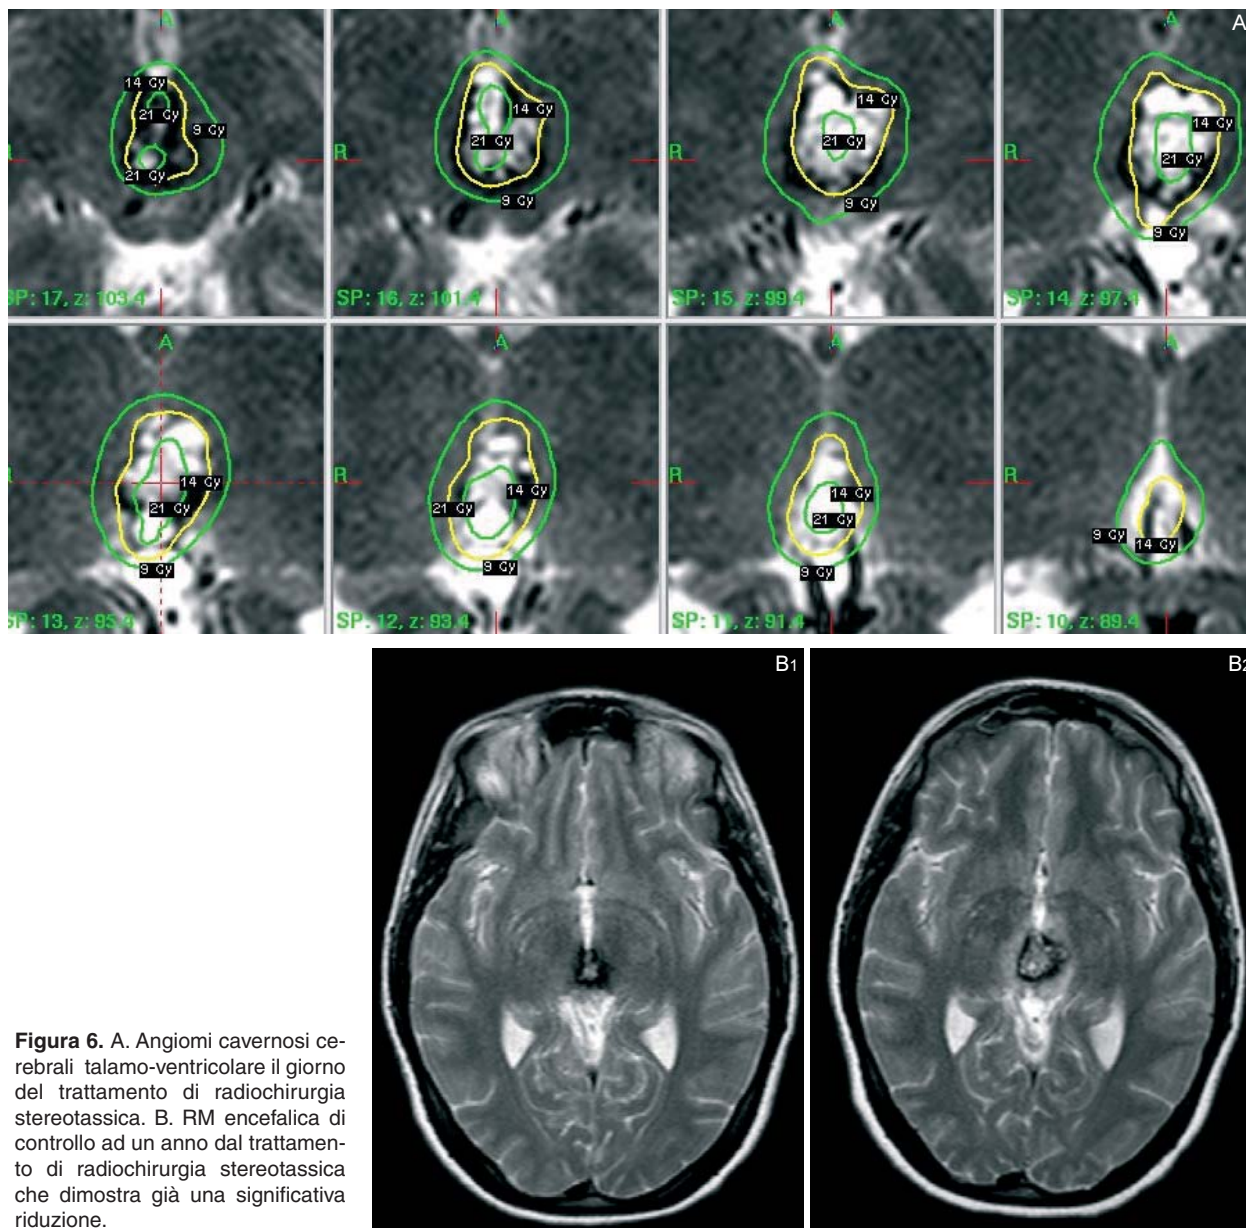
A. Angiomi cavernosi cerebrali talamo-ventricolare il giorno del trattamento di radiochirurgia stereotassica. B. RM encefalica di controllo ad un anno dal trattamento di radiochirurgia stereotassica che dimostra già una significativa riduzione.
